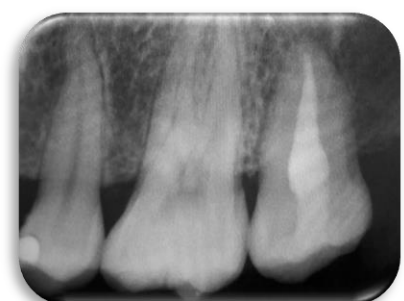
Radiografía periapical postoperatoria: 4 meses.
